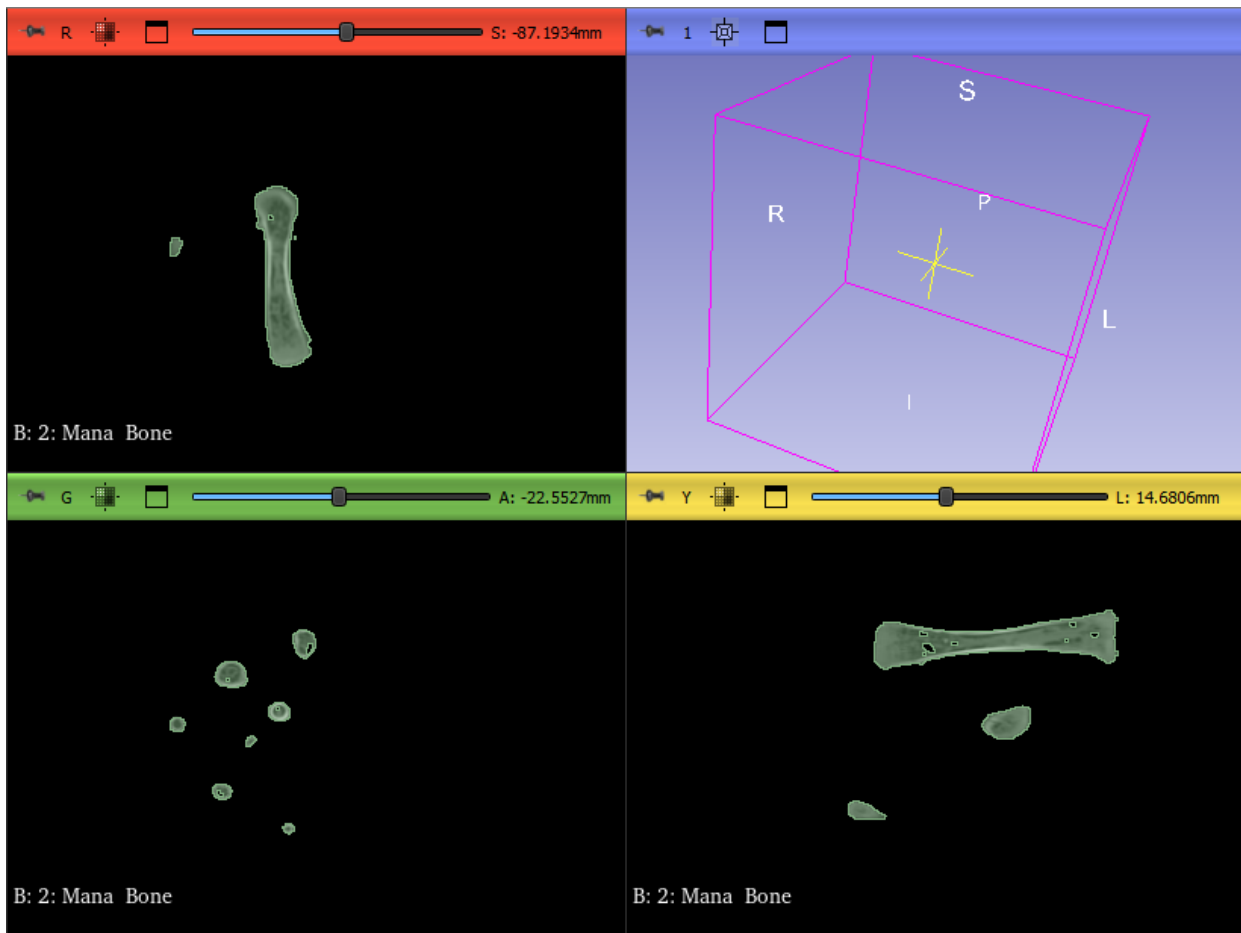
Imaginile CT dupa alegerea thresholdului
